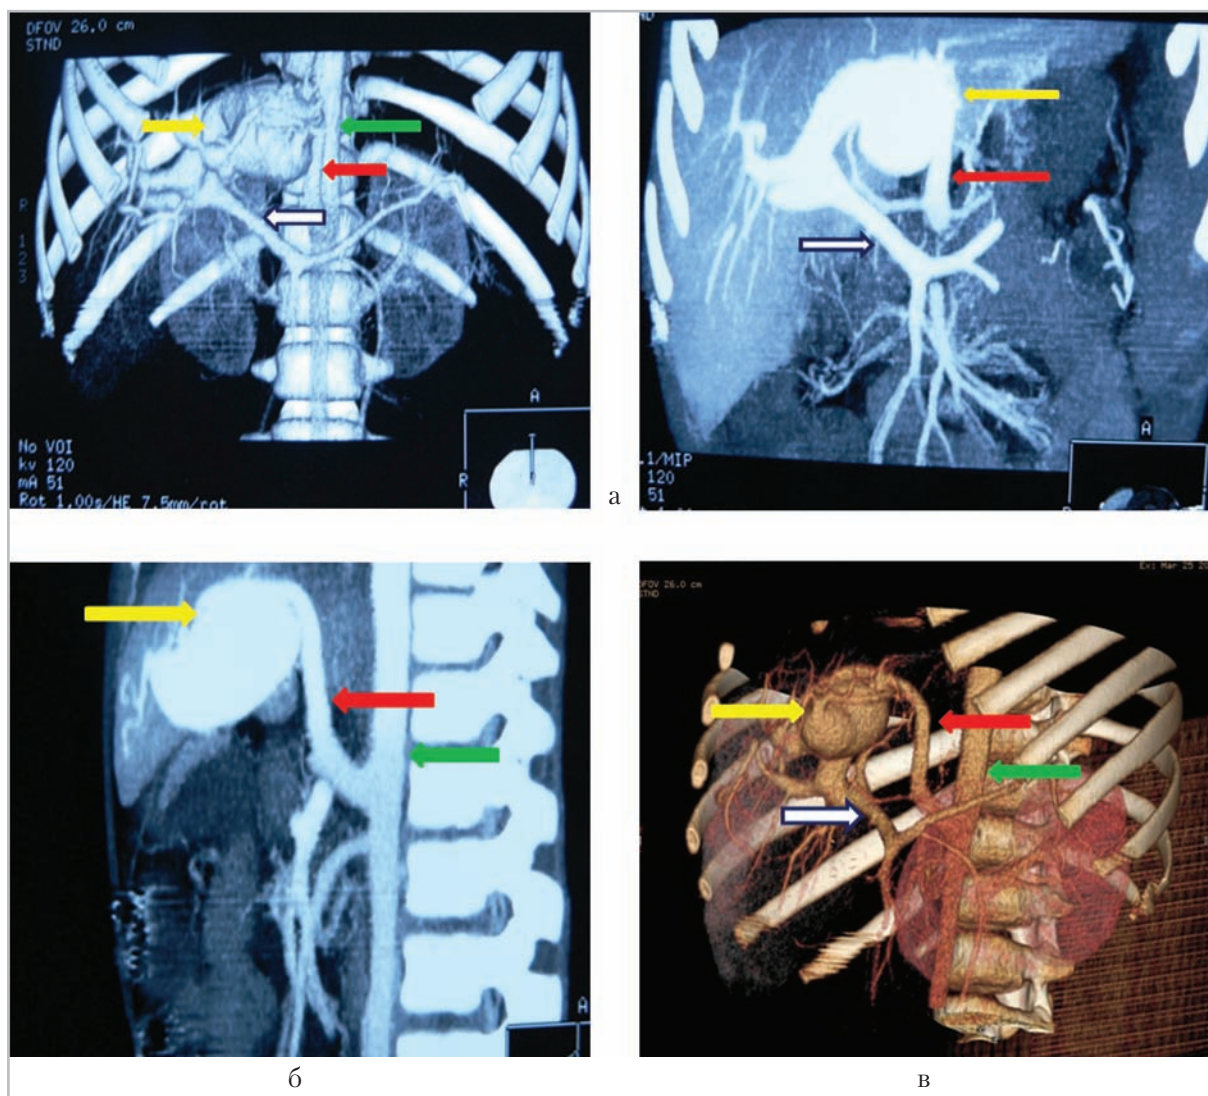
КТ-ангиограммы абдоминальной аорты [мультипланарные реконструкции во фронтальной (а), сагиттальной (б) плоскостях и 3D-реконструкция – (в)]. Определяется архитектура абберантной печеночной ангиоматозной артериопортальной фистулы и портальной вены (аорта – зеленая стрелка, абберантная печеночная артерия – красная стрелка, артериопортальная ангиоматозная фистула – желтая стрелка, портальная вена – белая стрелка)
